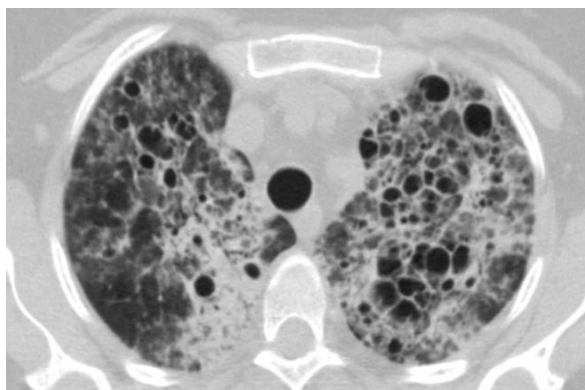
КТ-ОГП хворої Д. на 156-ий день хвороби.
